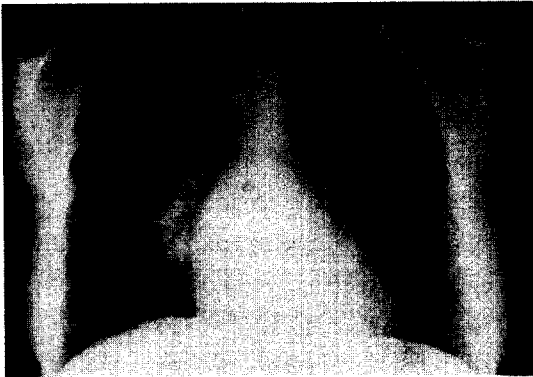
Chest X-ray shows huge ill-defined mass like consolidation in right mediastinal region.
